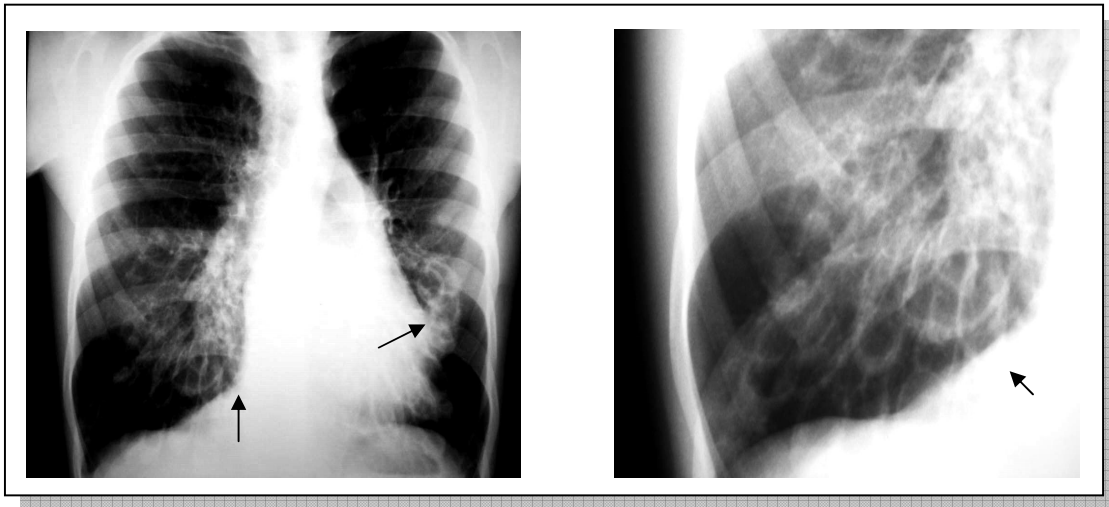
Imagens sugestivas de bronquiectasias em radiografia do paciente 10
